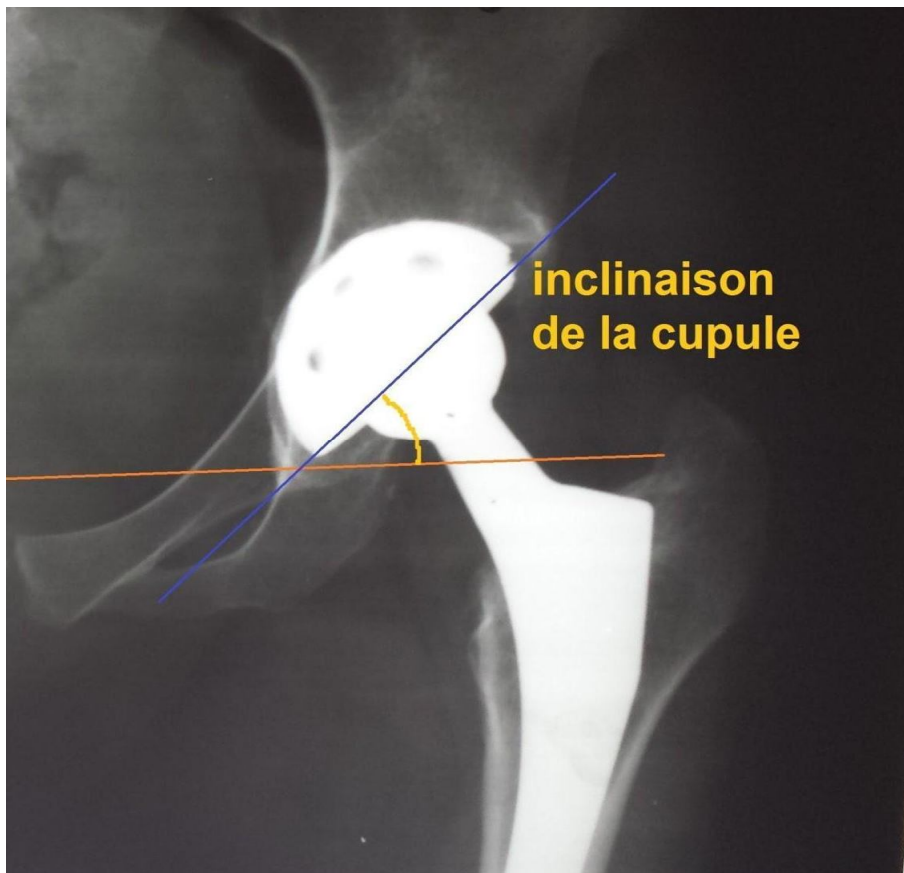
Radiographie de la hanche gauche de face montrant une PTH non cimentée avec une inclinaison acétabulaire de 40°
